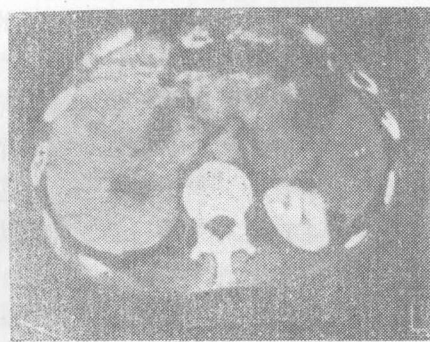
C 增强 CT, 显示肝右叶后段呈哑铃状低密度区。
